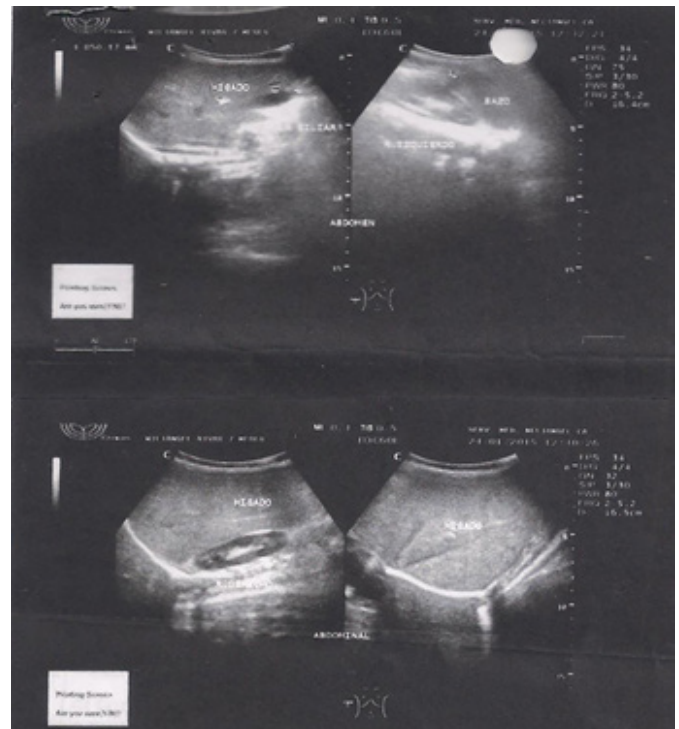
Ultrasonido abdominal muestra esteatosis hepática difusa leve y hepatomegalia discreta del caso 2.
